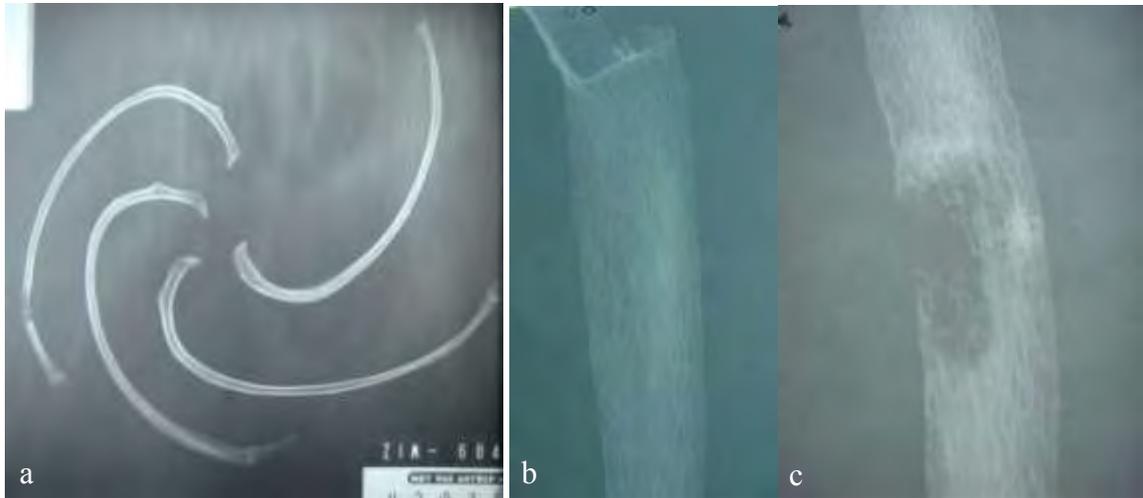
a) Radiografías del grupo anterior de costillas pertenecientes al individuo 604. b) Extremo distal de la costilla de la figura 5.21b. c) Extremo distal de la costilla de la figura 5.21d.
